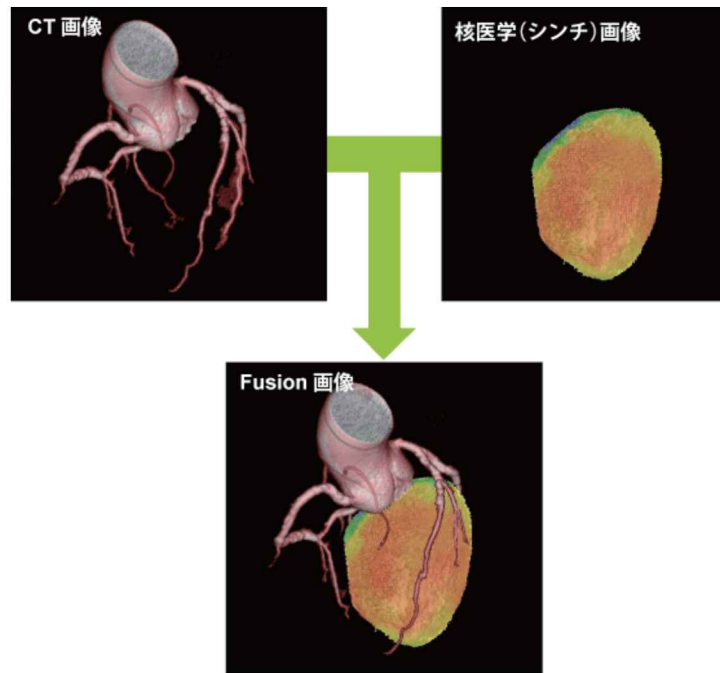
冠動脈 CT 画像と心臓核医学画像による融合画像
